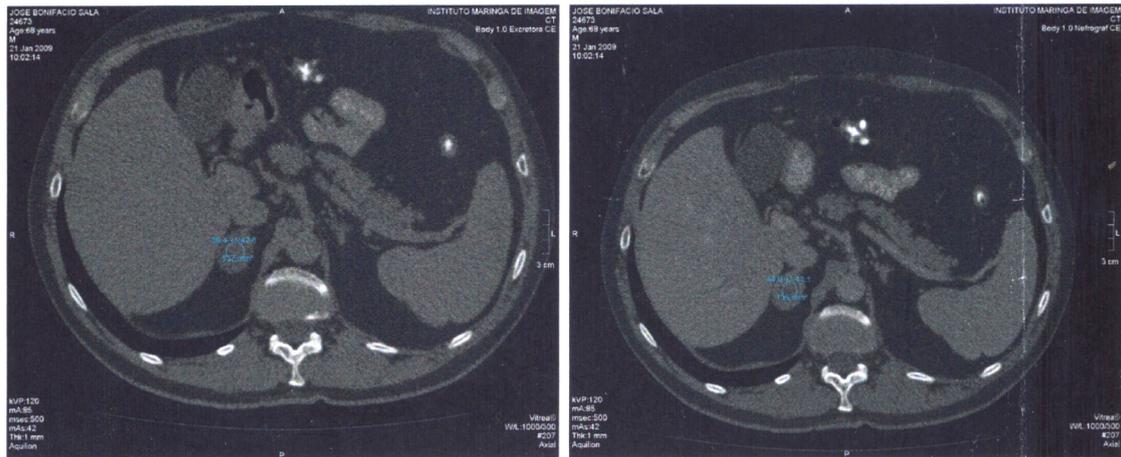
Tomografia de abdome do paciente.
